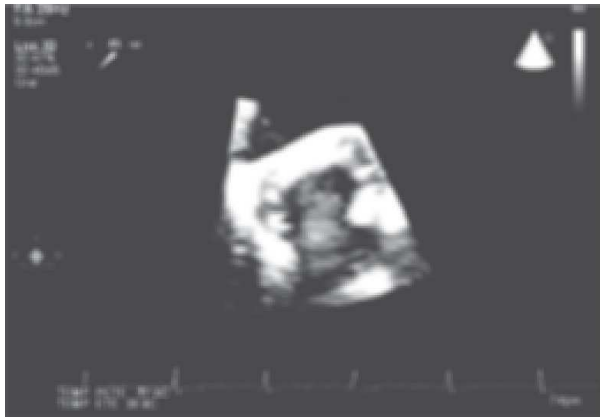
Ecocardiografía transesofágica tridimensional en la que se observa trombosis de prótesis valvular biológica en posición aórtica.
